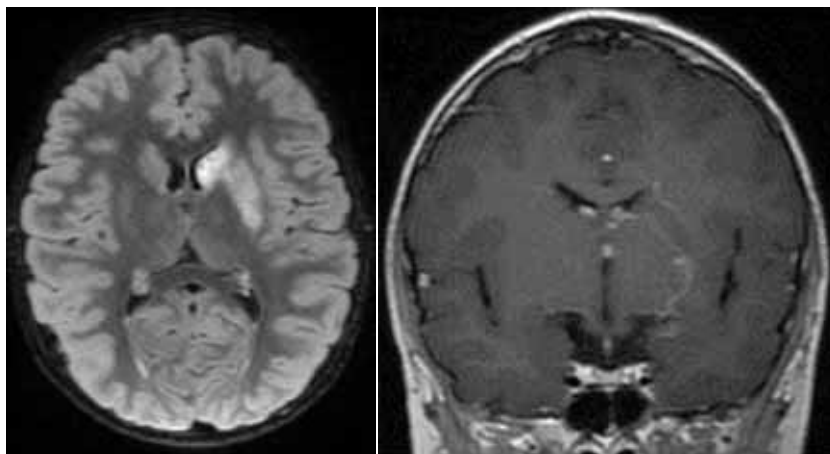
МРТ. Васкулит проксимальных отделов средней мозговой артерии (сегмент М1) с развитием инсульта
